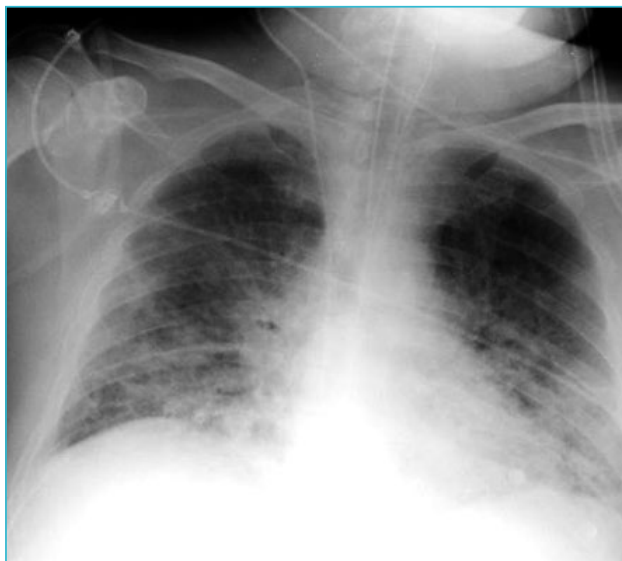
Radiografía de tórax el día de ingreso en UCI (día +1).
